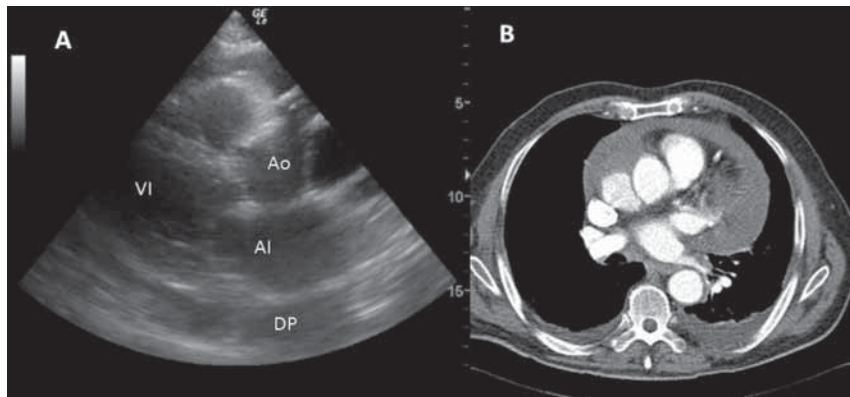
Ecocardiograma realizado por un facultativo de urgencias. A. Plano paraesternal longitudinal que muestra la presencia de un derrame pericárdico grave de predominio posterior y una dilatación de la aorta ascendente con una imagen hiperecogénica en su interior. B. TC torácica que muestra una dilatación asociada a un hematoma en la pared de la aorta ascendente y un derrame pericárdico significativo. DP: derrame pericárdico, VI: ventrículo izquierdo, AI: aurícula izquierda, Ao: aorta ascendente.
